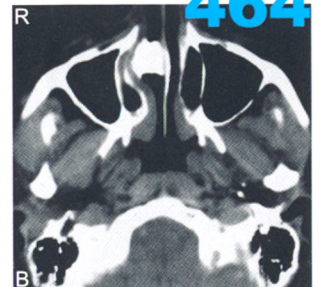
鼻窦CT, B轴位, 右鼻腔总鼻道下部可见高密度影, 下鼻甲受压, 相邻鼻中隔骨质完整, 病变向后范围未超过下鼻甲后1/2
